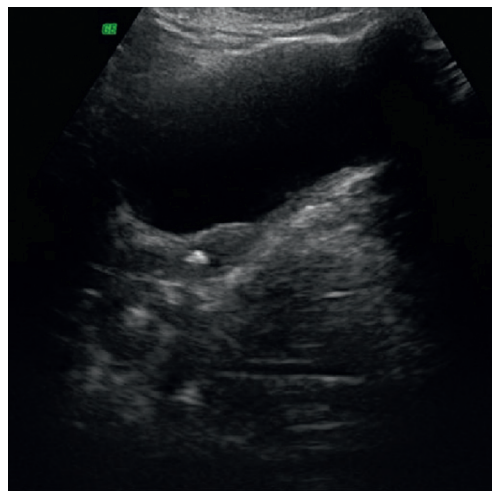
Échographie du bas uretère avec lithiase.
